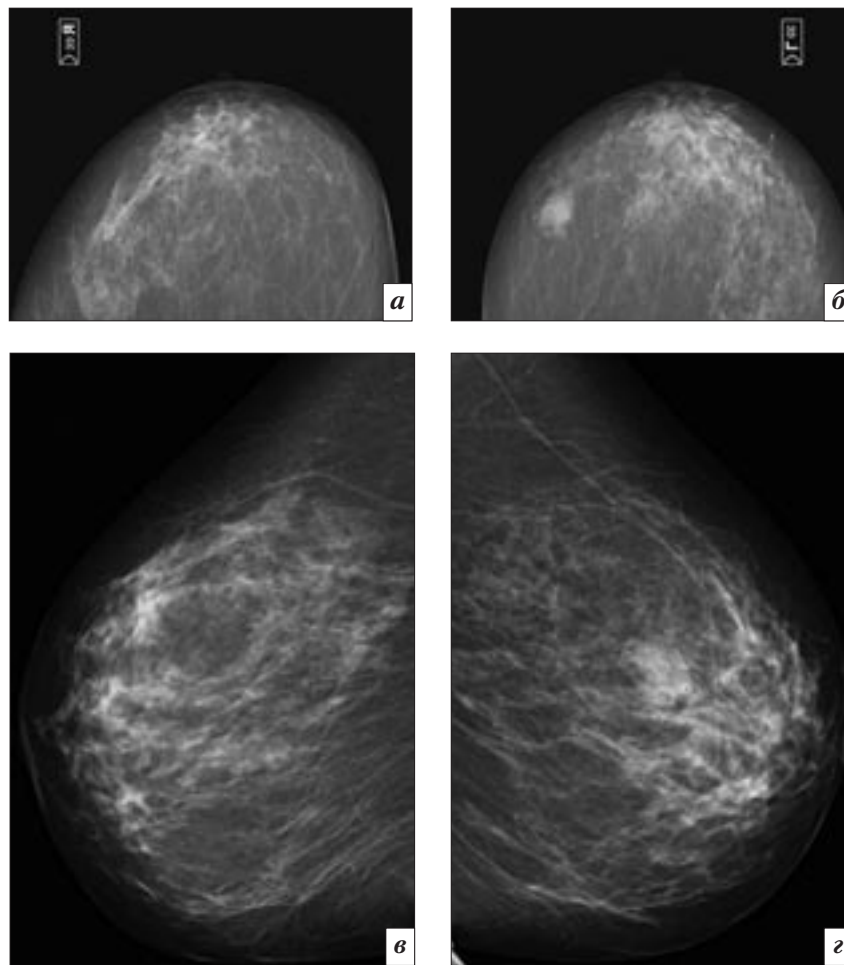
Рентгенограммы правой (а, в) и левой (б, г) молочной железы.
